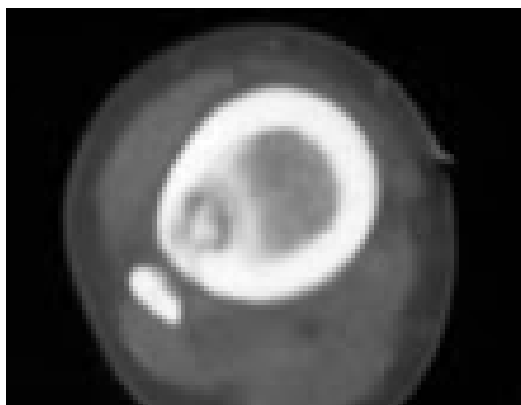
TDM coupe transversale de la diaphyse tibiale montrant une hypodensité centrée par une calcification de 3 cm.[71].
